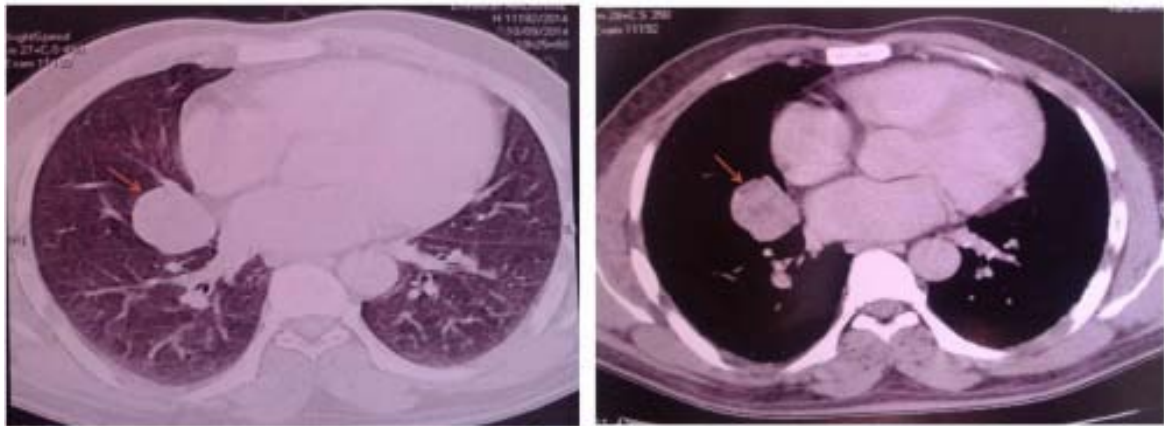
[1] : coupe axiale d'une TDM thoracique objectivant une masse hétérogène prenant le contraste avec quelques foyers nécrotiques bien délimités mesurant (3 ,8 X 2,5 cm) se projetant au niveau du segment médian du lobe moyen (flèche)
